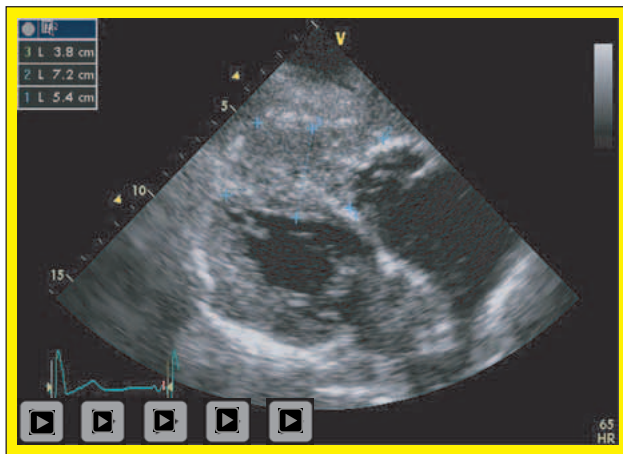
Der modifizierte parasternale Längsschnitt zeigt die Veränderung und ihre Dimensionen
